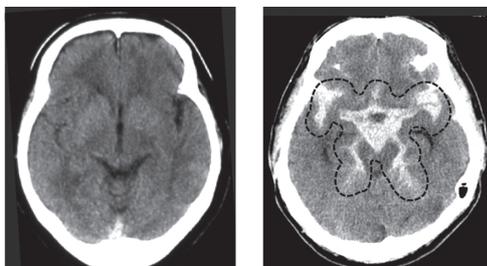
正常な脳(左)とくも膜下出血が見られる脳(右)のMRI画像。点線で囲んだ白い影の部分が出血を起こしている場所。
